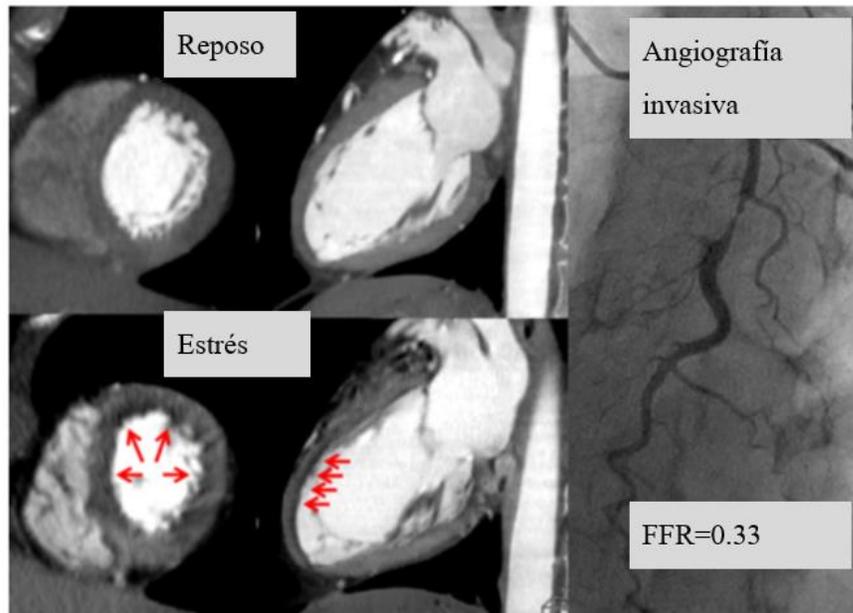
Ejemplo de defecto de perfusión con tomografía: Paciente femenino de 55 años de edad con dolor precordial . La tomografía con protocolo de estrés demostró en el eje axial y sagital, isquemia no transmural reversible en las paredes medias anterior distal , anteroseptal, y antero lateral (flechas rojas) que no estuvieron presente en el reposo. En la angiografía invasiva hubo una estenosis severa en la descendente anterior en segmento medio, con un FFR de 0.33 en los vasos distales.
